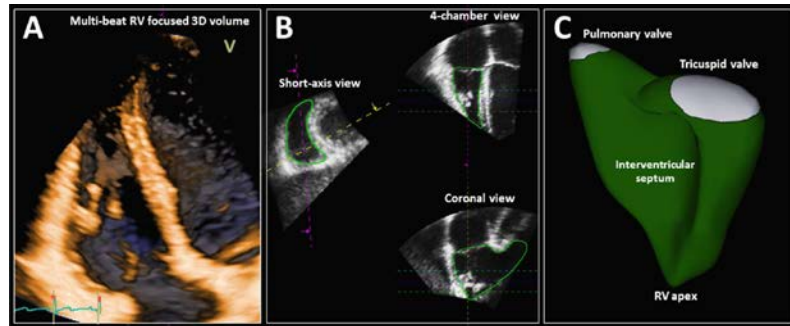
，右心室的三维分析。（A）示三维超声数据是在右室为主的心尖四腔心切面，连续采集几个心动周期（四至六个）子容积（subvolume）拼接而成。（B）右心室心内膜表面是在手动勾画右室短轴、四腔及冠状切面收缩末和舒张末期边界后半自动确定的。（C）示最后生成的右室表面积模型。以此可定量右室收缩末期容积（ESV），舒张末期容积（EDV），每搏量和射血分数（EF）。
